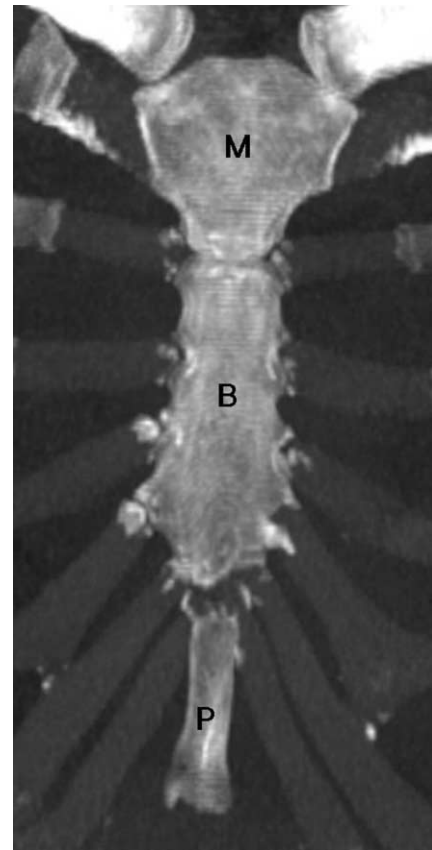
Normal sternum in a 45-year-old woman. On oblique coronal CT image using slab MIP technique, sternum consists of manubrium (M), body (B), and single xiphoid process (P).
